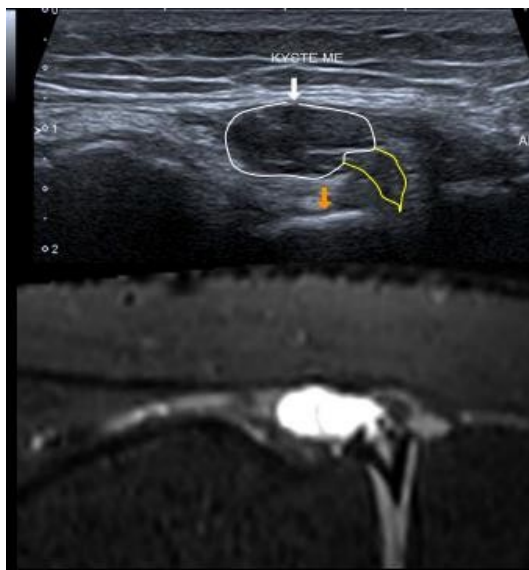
corrélation échographie-IRM d'une imagerie d'un kyste du ménisque externe
